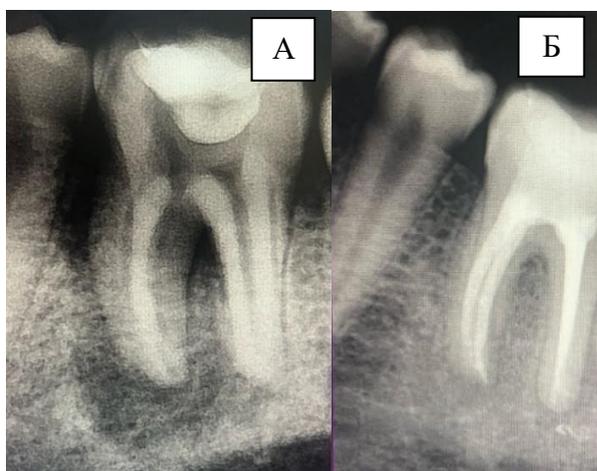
А – Диагностическая прицельная рентгенограмма зуба 3.6 – очаг разрежения костной ткани с нечеткими неровными контурами в периапикальной области зуба 3.6. Б – Прицельная рентгенограмма зуба 3.6 спустя 12 месяцев после эндодонтического лечения (контрольный осмотр) – заживление периапикального очага деструкции костной ткани.
